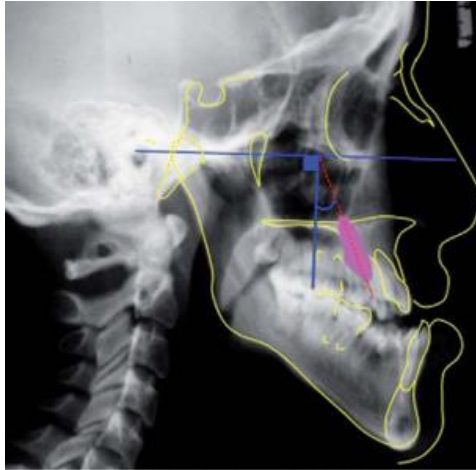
Técnica de Orton en radiografía lateral de cráneo(Orton et al., 1995).
